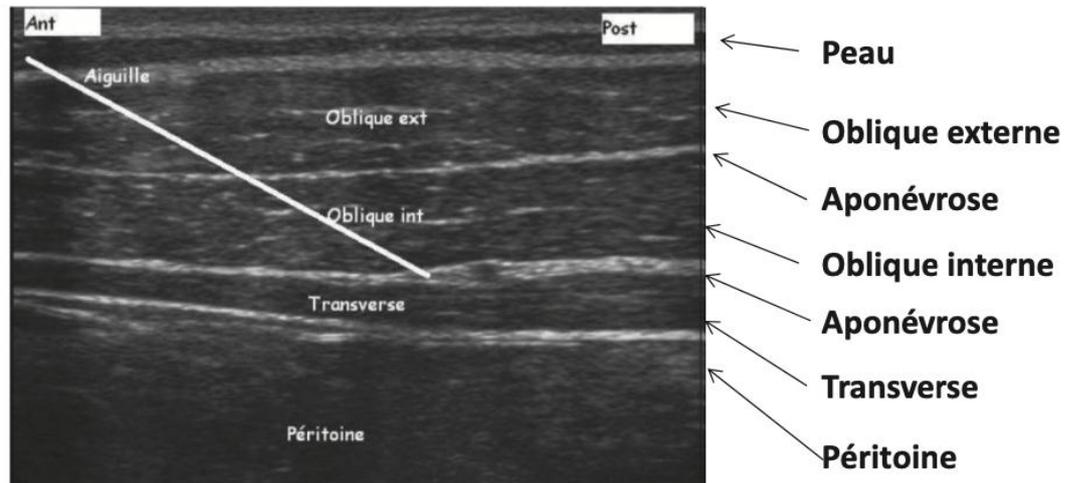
Image sonographique de la paroi abdominale au niveau de la ligne axillaire moyenne.
